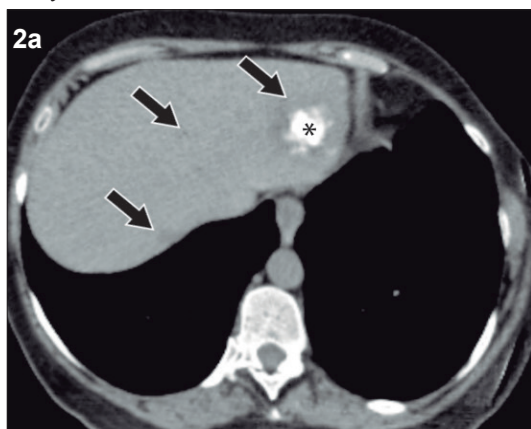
Doppler color (c)
